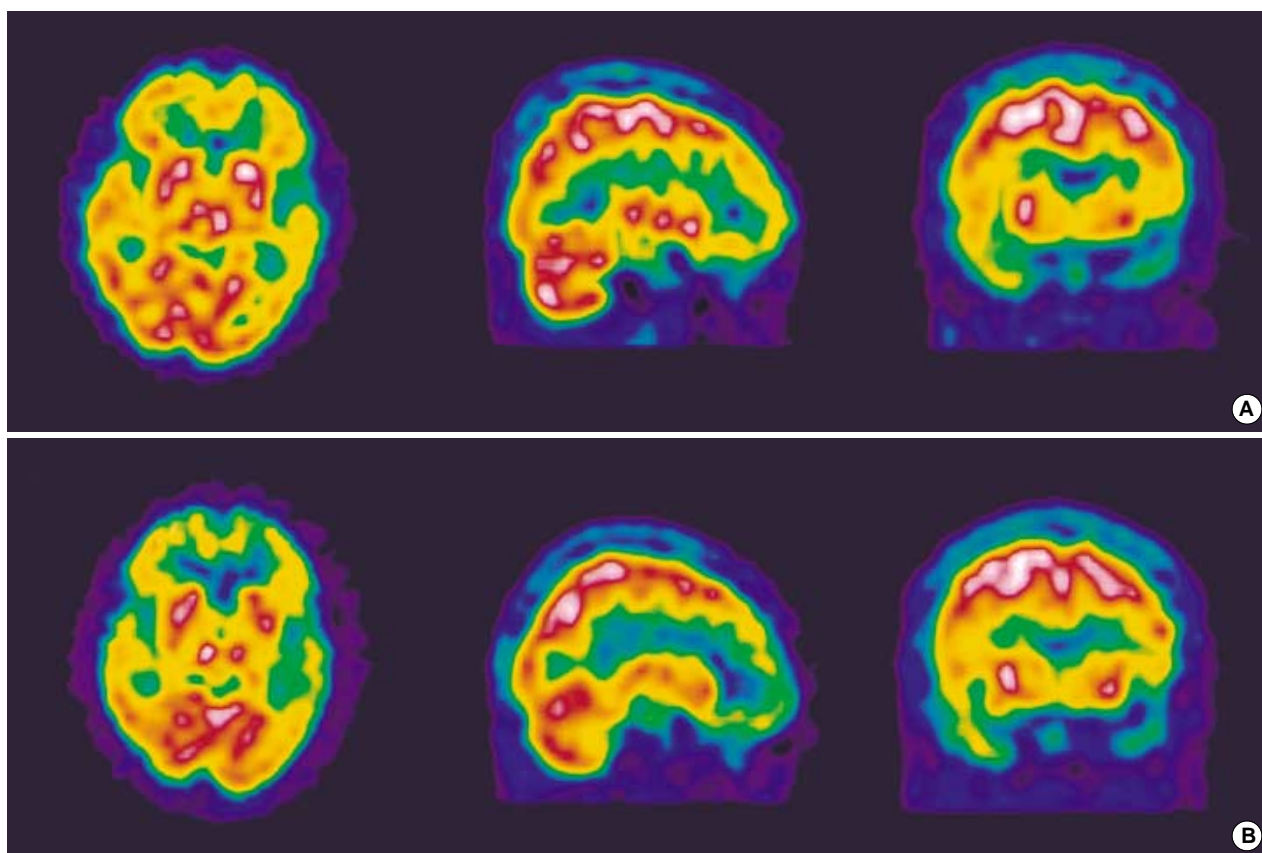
Tc-99m HMPAO Brain perfusion SPECT (A, 2001-11-27) shows diffusely decreased regional perfusion in the left temporal and both frontal areas. Fifteen months later, the brain perfusion SPECT shows more decreased perfusion compared to the previous SPECT (B, 2003-2-26).
